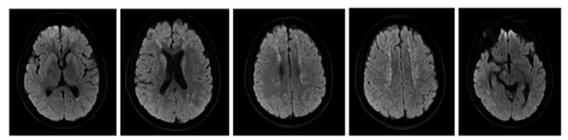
Brain MRI DWI 15 day after the incident
